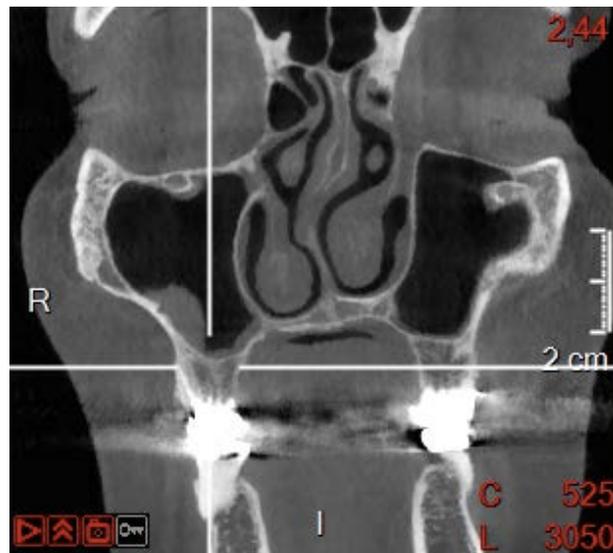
coupe frontale issue du cone beam réalisée sur la 16. (Cas du Pr Pérez)
